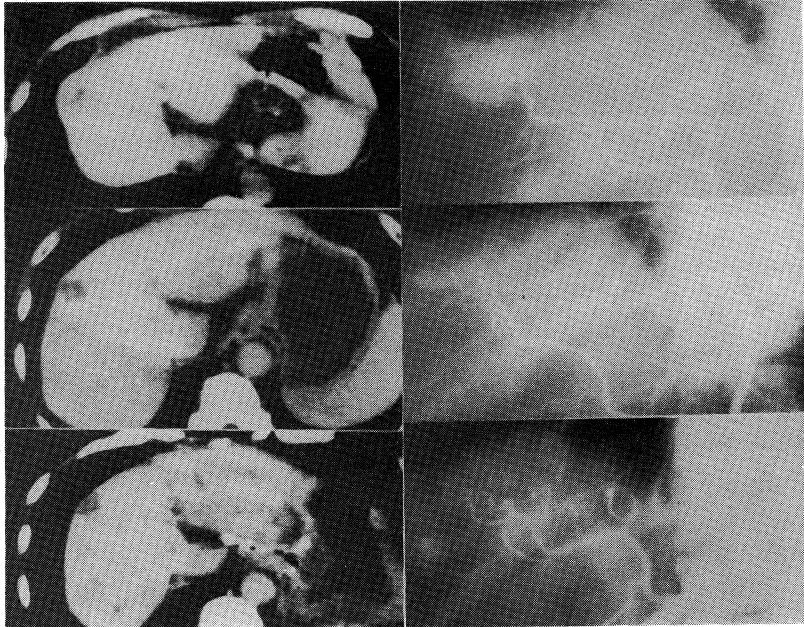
Serial CT and angiographic changes of a 60 year-old hepatoma case by TAE. upper: before TAE, middle: three months after TAE bottom: nine months after TAE.
